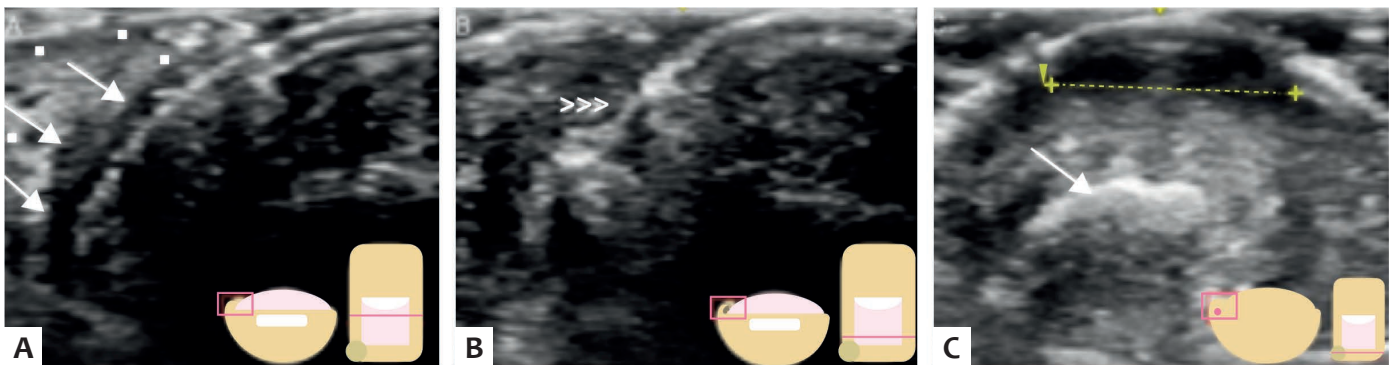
Ultrassonografia em escala de cinza, plano transverso, hálux direito. A – Placa ungueal encravada (setas) na prega ungueal lateral (asteriscos). B- Fragmentação da placa ungueal que origina a espícula. C- Espícula (seta) no tecido subcutâneo do hiponíquio, circundada por halo hipocogênico inflamatório, acompanhada de pequena coleção hipocogênica (linha pontilhada) intradérmica com reforço acústico posterior.
